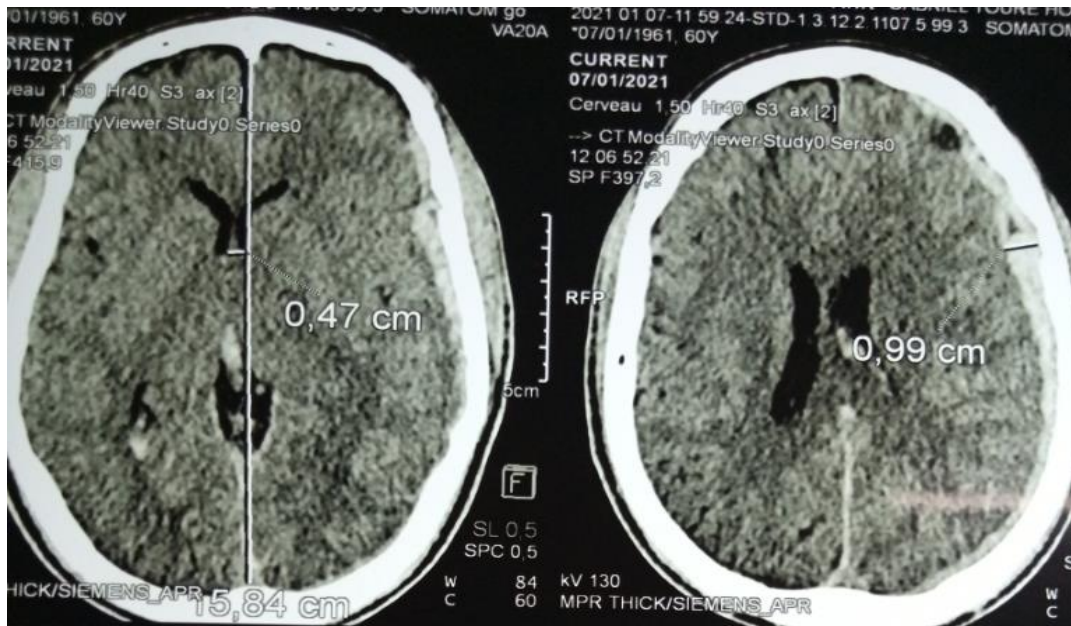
TDM cérébrale sans injection, en Coupe axiale, en fenêtre parenchymateux montrant un HSDA fronto-pariétal gauche. Déviation de la ligne médiane de 47 mm.
